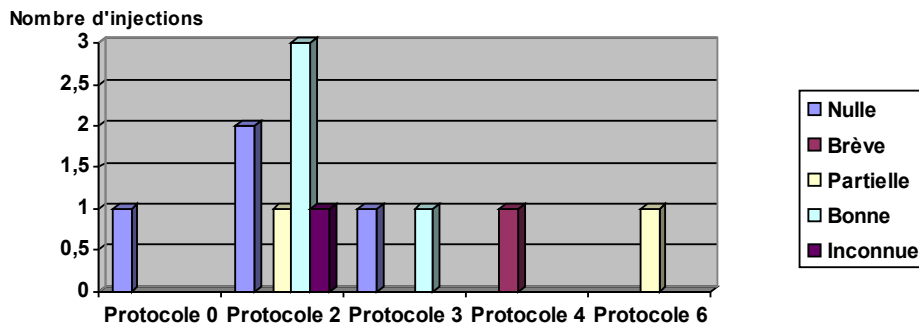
Efficacité des injections dans le groupe AVC TC en fonction des protocoles d'injection
